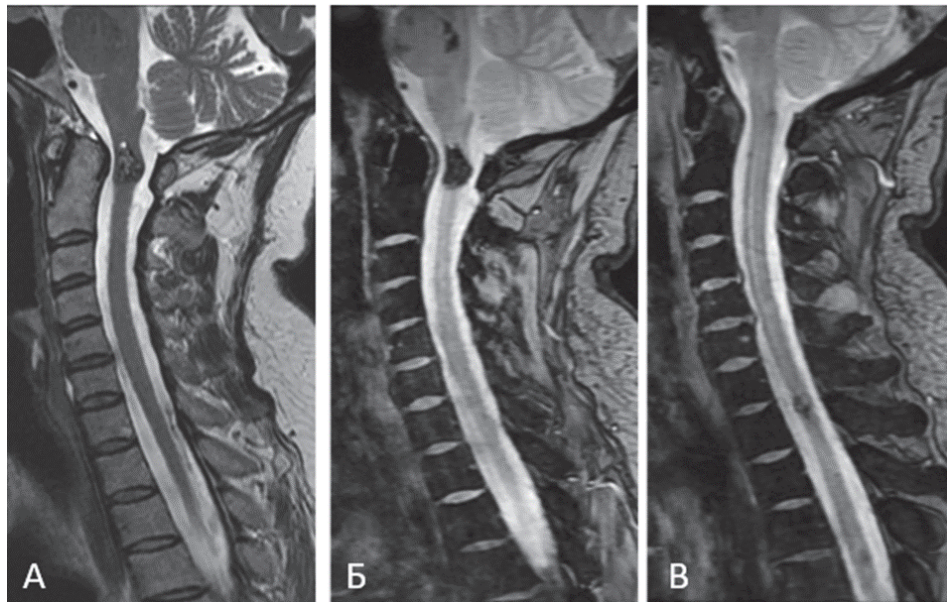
Пациентка Б-ва Л. В., МРТ шейного и верхнегрудного отделов спинного мозга через 15 лет после установки диагноза: КМ спинного мозга на уровне С1 – без динамики; в режиме SWAN – не обнаруженные ранее мелкие очаги низкой интенсивности на уровнях Th1 и Th4 – возможно, КМ IV типа
